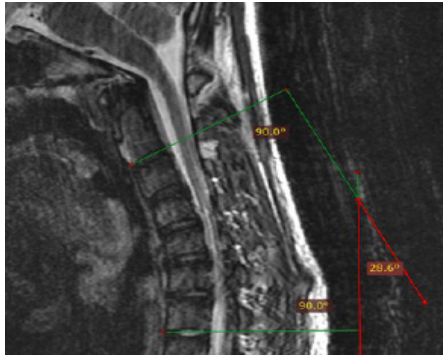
МРТ шейного отдела позвоночника. (до операций) Угол Кобба в положении сгибания шеи равен 28,6 град
